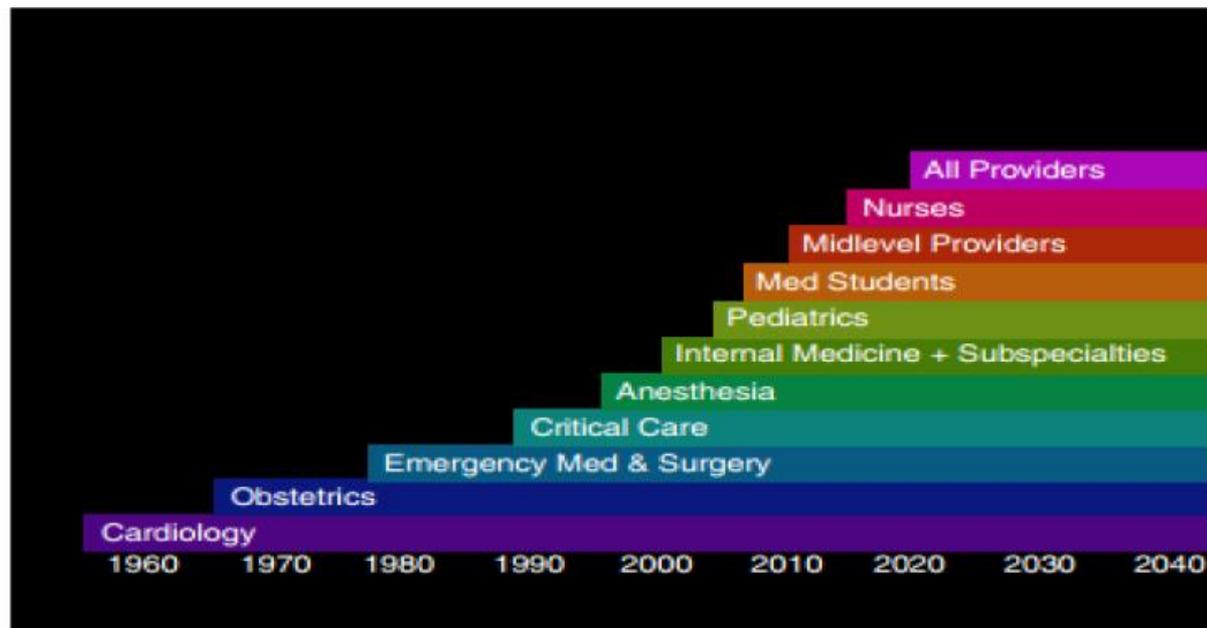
Integration of point-of-care ultrasound in medicine specialties.
